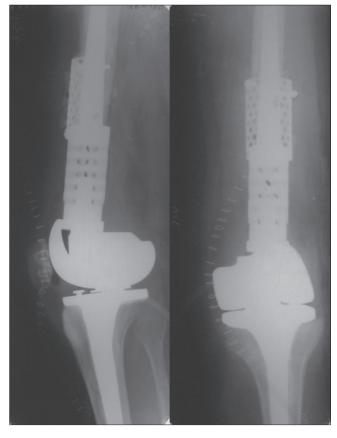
Фотокопии рентгенограмм больной после второй операции
